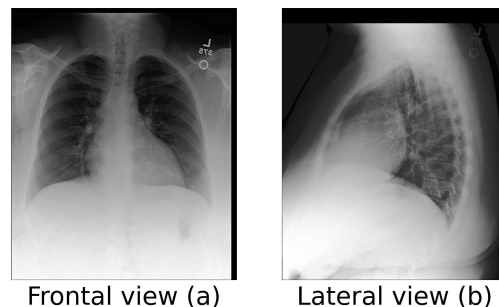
Frontal view and lateral view of chest X-ray images from MIMIC-CXR-JPG dataset
